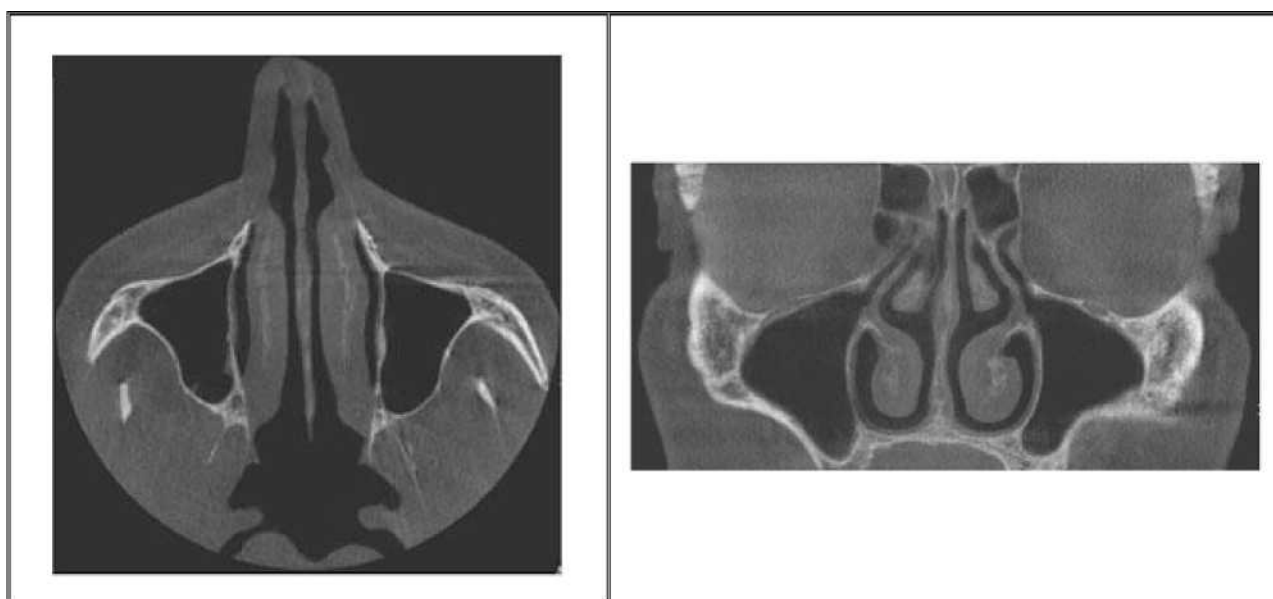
КТ картина при нафтизиновой зависимости при хроническом РС (после применения сосудосуживающих препаратов наблюдается уменьшение размеров раковин на снимке)
